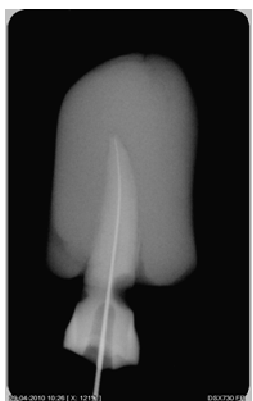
Radiografia de pré-molar antes da instrumentação com Revo - S
